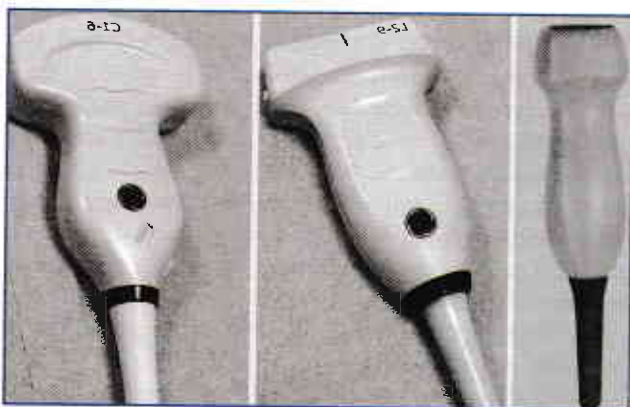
Transductoare folosite în practica ultrasonografică curentă pentru aplicații externe (transtegumentare). De la stânga la dreapta: transductor convex (aplicații abdominale), transductor liniar (aplicații centrate pe organe superficiale), transductor anular (aplicații cardiace).
